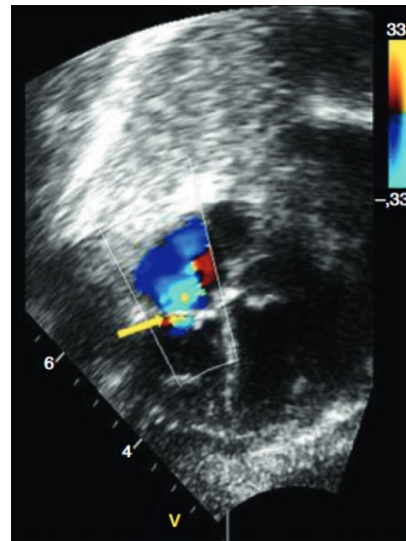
Onda Doppler del DA de un feto con cierre precoz.
